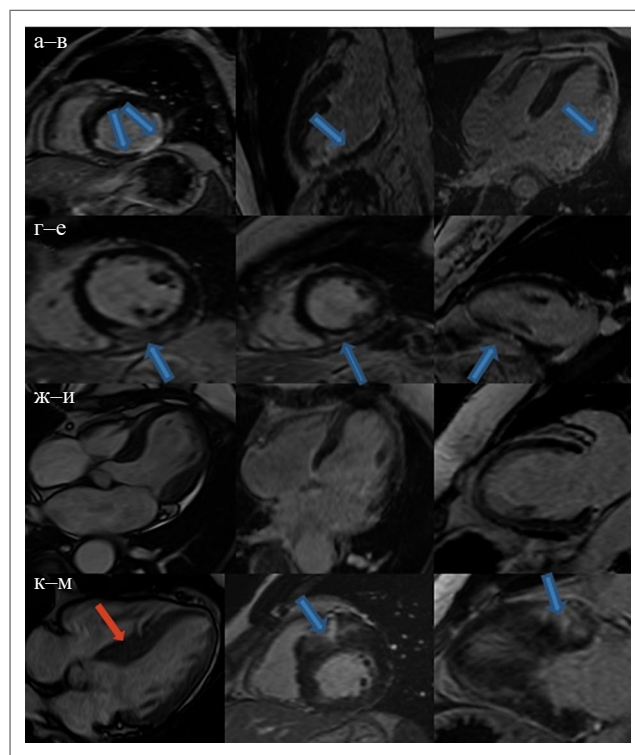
МРТ пациентов из 4 представленных групп: а–в – ИМ, субэндокардиальное накопление контрастного препарата в нижней и латеральной стенке (стрелка); г–е – миокардит, субэпикардиальное накопление контрастного препарата в нижней стенке (стрелка); ж–и – синдром такоцубо, баллонирование верхушки на кино-изображениях (левое изображение) и отсутствие отсроченного контрастирования миокарда (центральное и правое изображения); к–м – ГКМП, асимметричное утолщение межжелудочковой перегородки (красная стрелка), фокальное интрамиокардиальное накопление контрастного препарата в наиболее гипертрофированном базальном переднеперегородочном сегменте миокарда ЛЖ.
